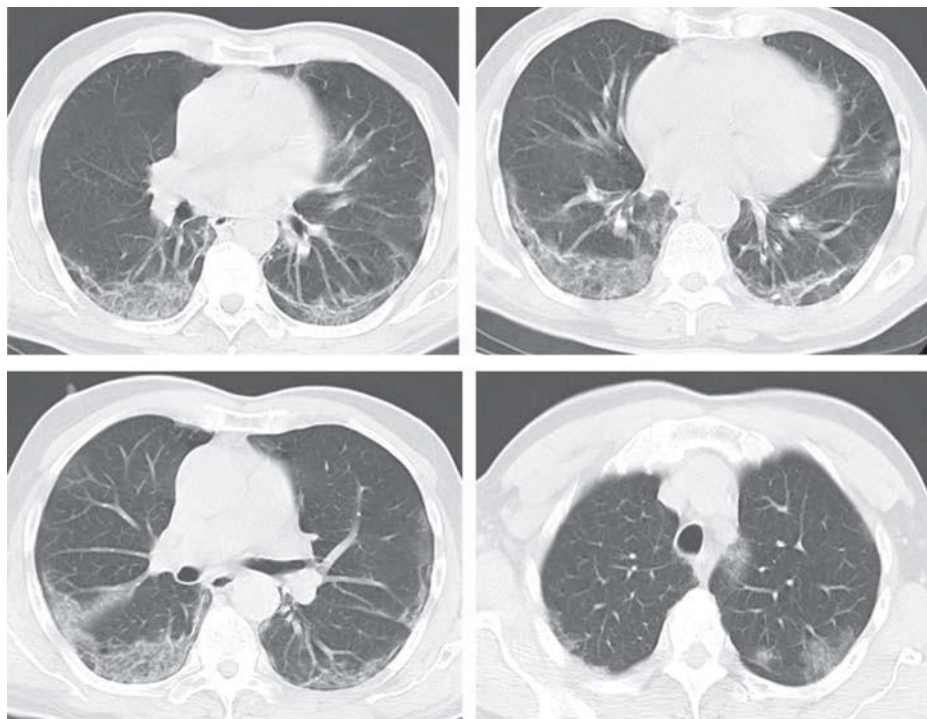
TAC de tórax, caso 4.
